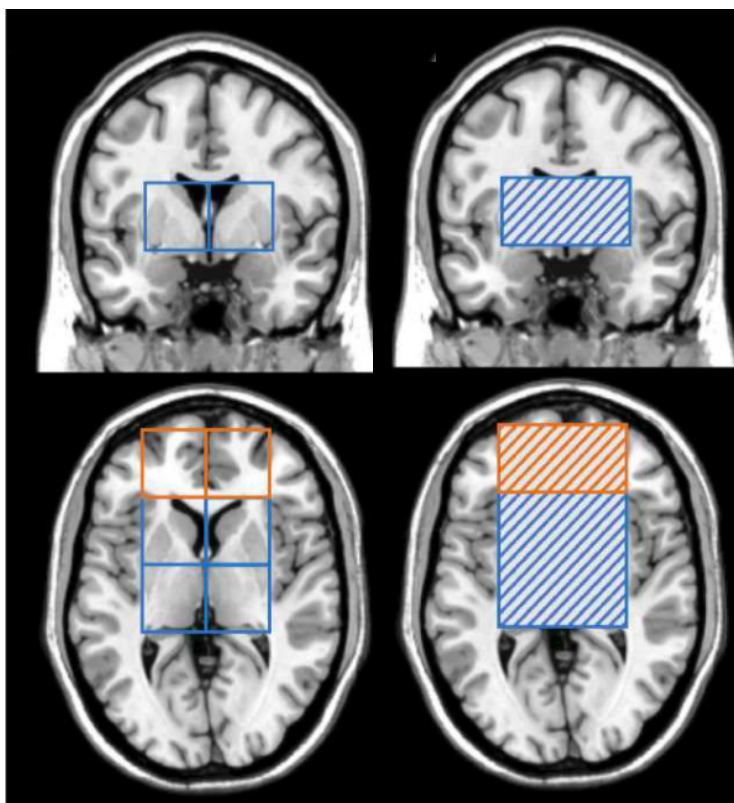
Studienspezifische Einstellung der ³¹Phosphor-Magnetresonanztomographie.
